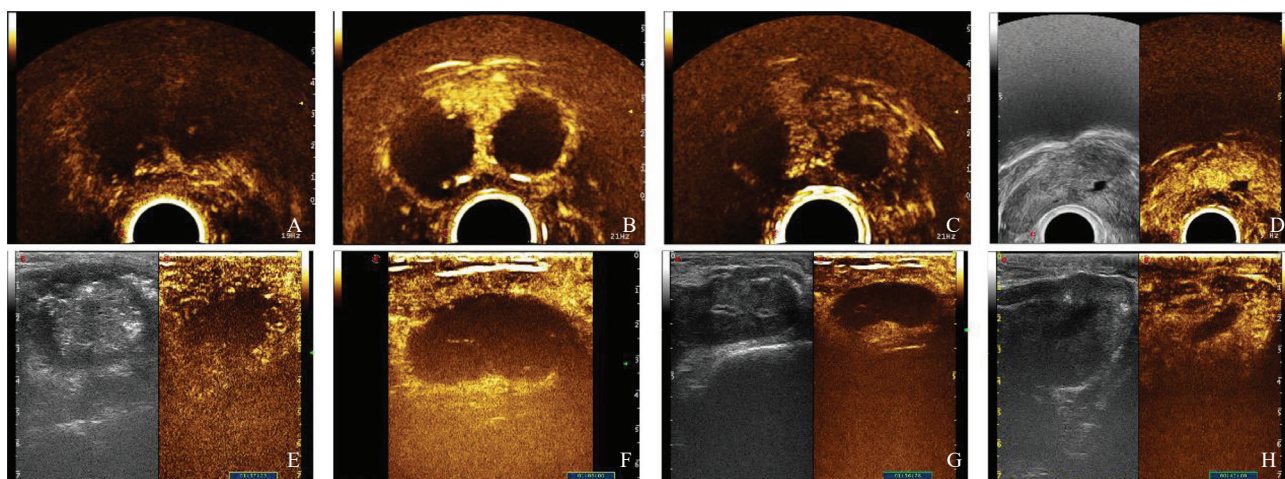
BPH患者2TPLA术后10 min及术后随访前列腺超声造影图像
